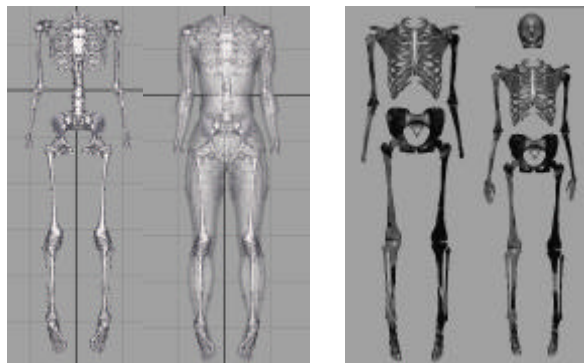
MRI画像から作成した骨格モデル(左)と人体モデル(右)
